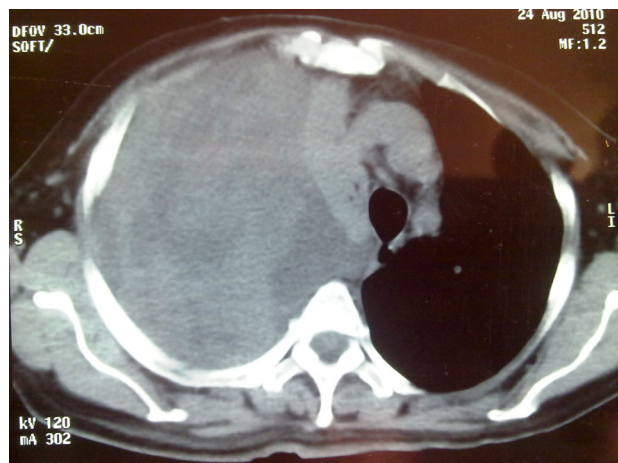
Tomografía computada de tórax (corte axial), que muestra una gran tumoración en hemitórax derecho, con áreas hipodensas compatibles con necrosis.
